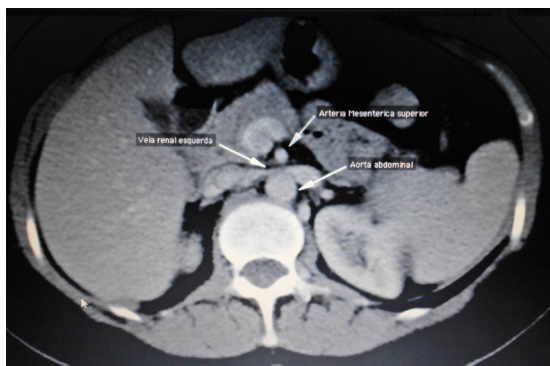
Angiotomografia mostrando o pinçamento da veia renal esquerda pela artéria mesentérica superior.
